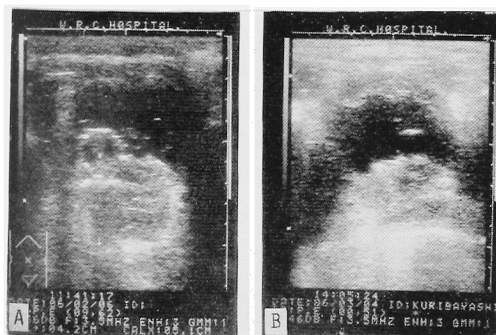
症例 2 の経腹壁的前立腺エコーグラム (A 治療前, B : 治療後).
